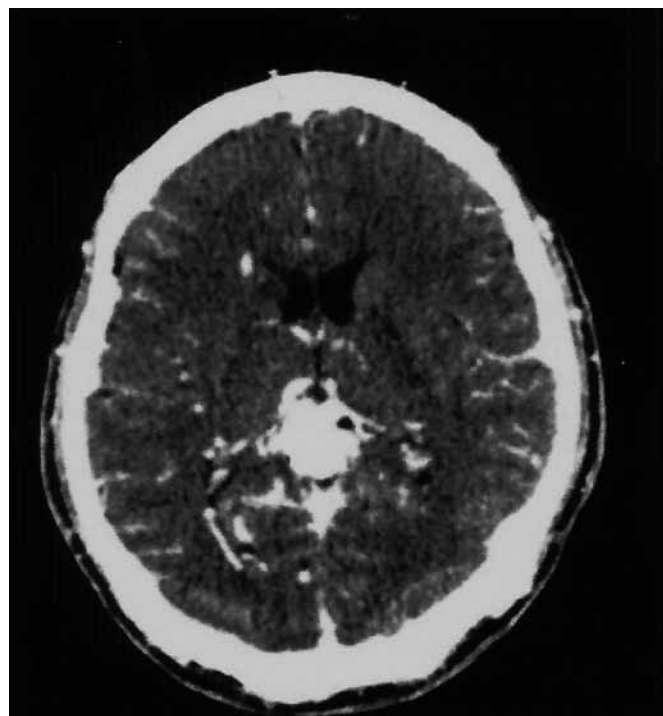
Meningitis: tomografía de encéfalo en fase contrastada IV a nivel de los talamos; muestra engrosamiento y reforzamiento de las meninges hacia la cisterna pineal.
